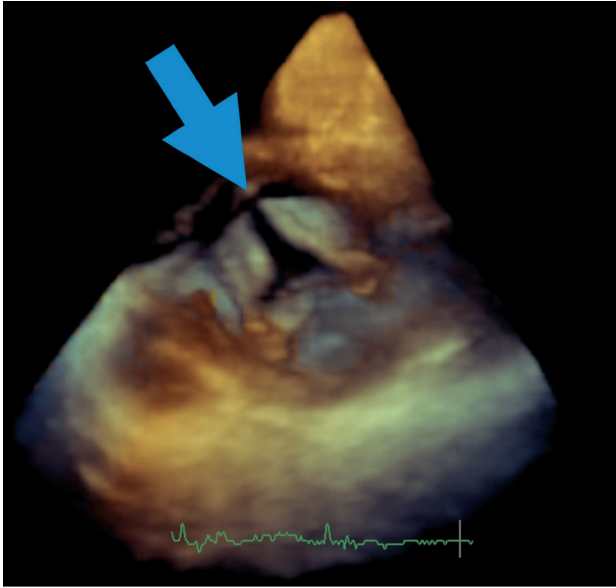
Cleft mitral estudiado con ecocardiografía 3D. Se aprecia con gran detalle que el velo anterior de la válvula mitral está dividido en dos partes por una gran hendidura (flecha).
